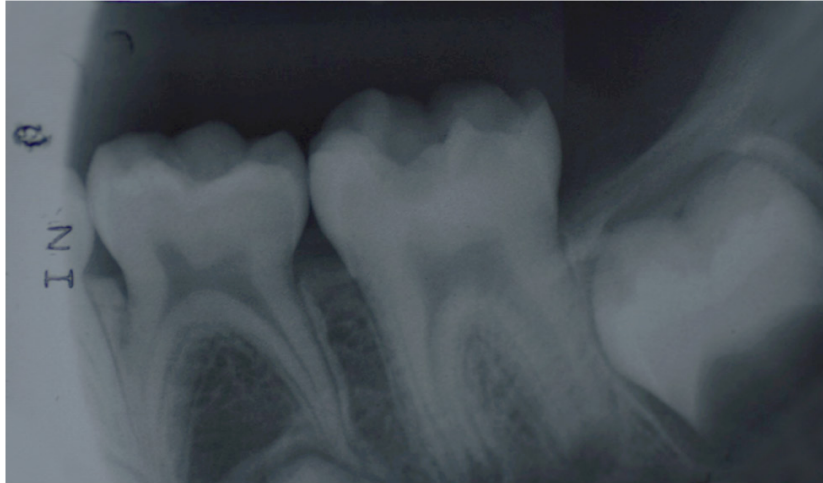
Radiografía periapical inicial del diente 36
